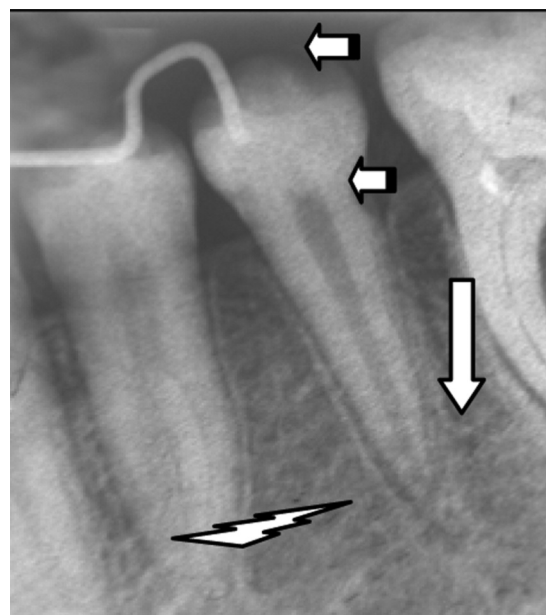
Внутрішньоротова контактна рентгенограма 35. Загострення хронічного фіброзного періодонтиту 35. Внутрішньоротова контактна рентгенограма. Середній карієс на жувальній поверхні коронки і глибокий на шийці по дистальній поверхні (*короткі білі стрілки*). Нерівномірне розширення періодонтальної щілини навколо кореня, нерівномірне потовщення компактної пластинки, яка урвалася в ділянці верхівки кореня в результаті розвитку деструкції з ураженням компактної пластинки і прилеглої зони губчастої речовини (*зубчаста стрілка*). Навколо деструкції явища остеопорозу (*біла стрілка*)
